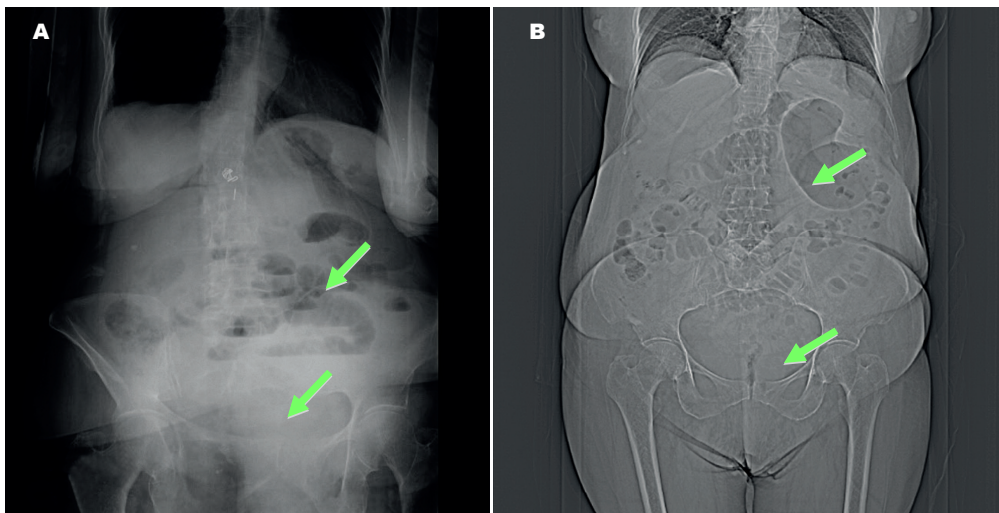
Radiografía simple de abdomen (A) y Tomografía computarizada (B), donde se aprecia distensión intestinal, con ausencia de gas en colon izquierdo y recto (Flechas). Fotografías originales tomadas de los estudios de imágenes de pacientes.
